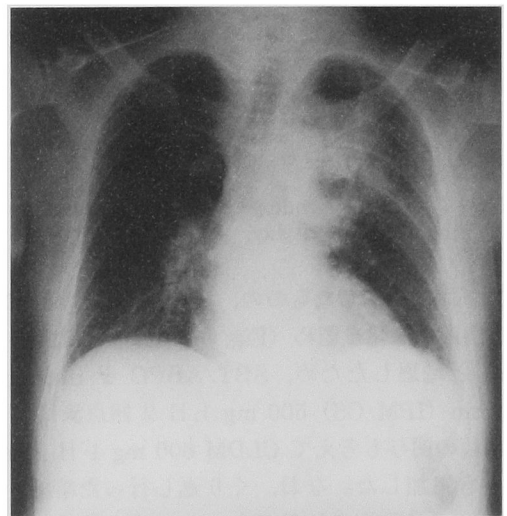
Chest radiograph of the patient on admission.
